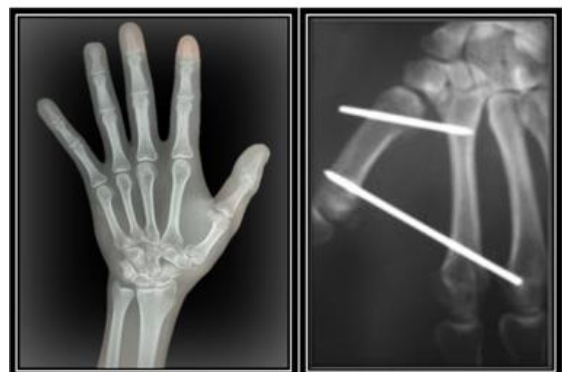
Anteroposterior radiographic view before and after Iselin pinnin
